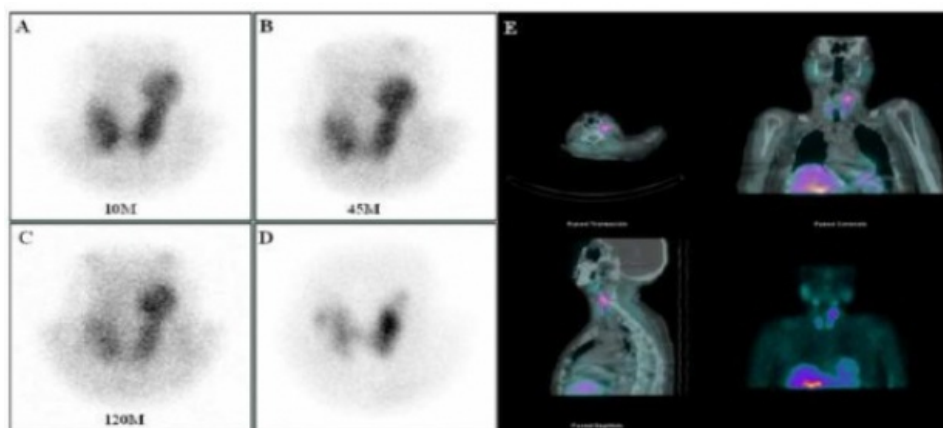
Estudio prequirúrgico con ^{99m}Tc -sestamibi. A, B y C: Imágenes planares secuenciales a los 10, 45 y 120 min postinyección. E: SPECT-TC a los 60 min (corte axial, coronal, sagital y MIP). Existe captación patológica de elevada intensidad, extensa y de morfología nodular, a nivel del polo superior del lóbulo tiroideo izquierdo que persiste hasta la imagen tardía, de localización paratraqueal izquierda, posterior al lóbulo tiroideo. D: Gammagrafía de tiroides con ^{99m}Tc -pertechnetato que muestra un aumento de tamaño de la glándula con captación heterogénea, compatible con bocio multinodular. No se observa el depósito evidenciado con ^{99m}Tc -sestamibi.
